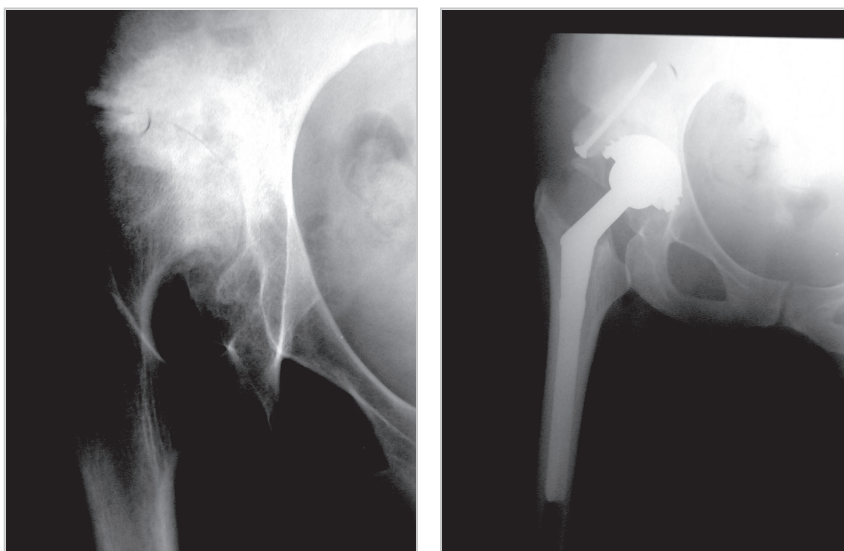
X-ray of a dysplastic hip before and after surgery. Use of autogenous periacetabular grafts
